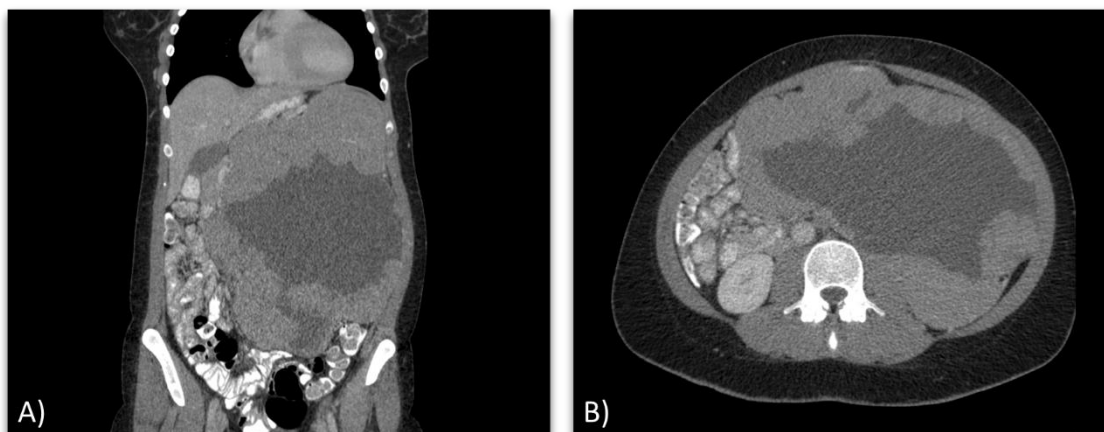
Ewing-Sarkom der Niere. CT-Untersuchung in der portalvenösen Phase; frontale (A) und axiale (B) Schnittebene. 26-jährige Patientin mit 32 cm messender, unregelmäßig begrenzter Raumforderung der linken Niere. Es zeigt sich eine ausgeprägte zentrale Hypodensität, welche vereinbar mit einer Tumornekrose ist. Die linke Nebenniere ist aufgrund des extensiven Tumorwachstums nicht mehr abzugrenzen.
